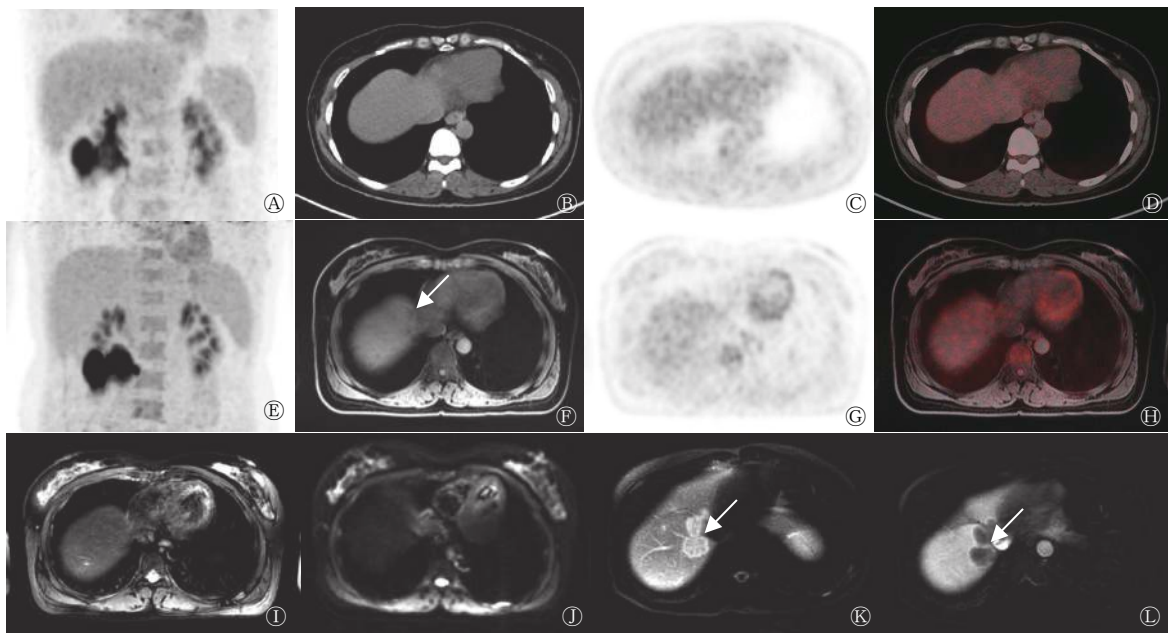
结肠癌患者(女性, 61岁)肝顶部转移瘤的<sup>18</sup>F-FDG PET/CT、PET/MRI显像图 A为PET/CT MIP图, 肝脏未见明显<sup>18</sup>F-FDG代谢增高灶; B为CT图, 肝内未见明显异常密度灶; C、D为PET、PET/CT融合图, 肝内未见明显<sup>18</sup>F-FDG代谢增高灶; E为PET/MRI MIP图, 肝脏未见明显<sup>18</sup>F-FDG代谢增高灶; F为T1WI图, 肝顶部可见稍低信号病灶, 长径为1.1 cm(箭头所示); G、H为PET、PET/MRI融合图, 病灶未见<sup>18</sup>F-FDG代谢增高; I、J为T2WI、DWI图, 未见明显异常信号; K、L为随访增强MRI图(随访时间267 d), 病灶明显增多、体积增大(箭头所示), 考虑为肝转移瘤。FDG为氟脱氧葡萄糖; PET为正电子发射断层显像术; CT为计算机体层摄影术; MRI为磁共振成像; MIP为最大密度投影; WI为加权成像; DWI为弥散加权成像
